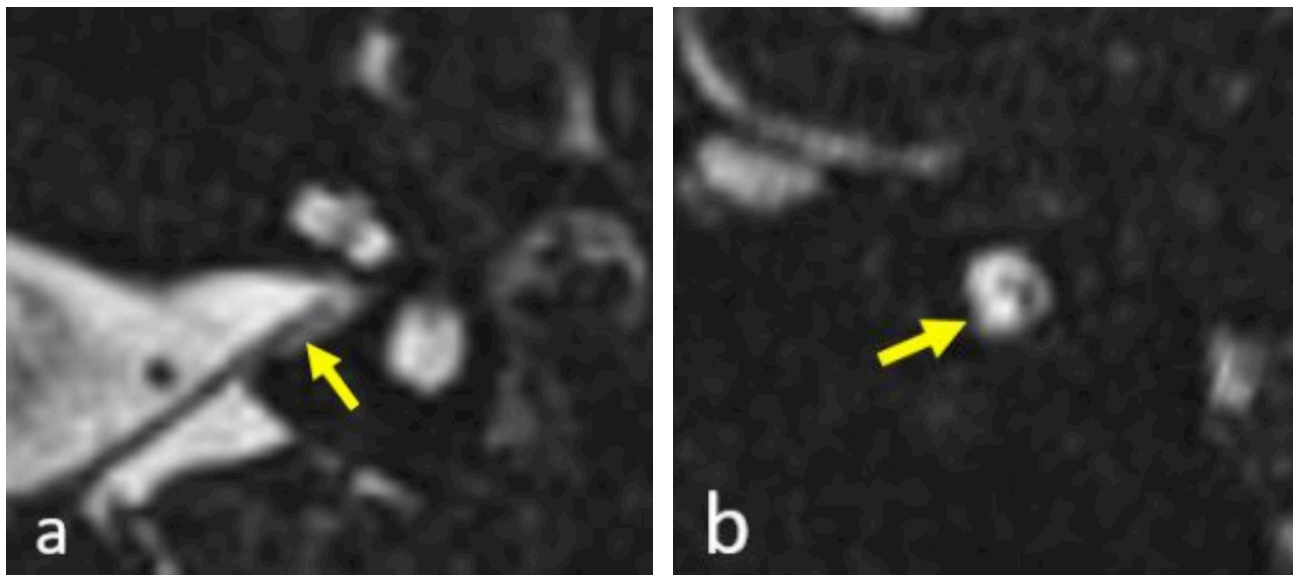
IRM de l'oreille interne gauche en séquence HR T2: a- Coupe axiale passant le CAI: Nerf VIII (flèche). b- Reconstruction sagittale oblique perpendiculaire au CAI: Agénésie du nerf cochléaire (flèche) (5).
